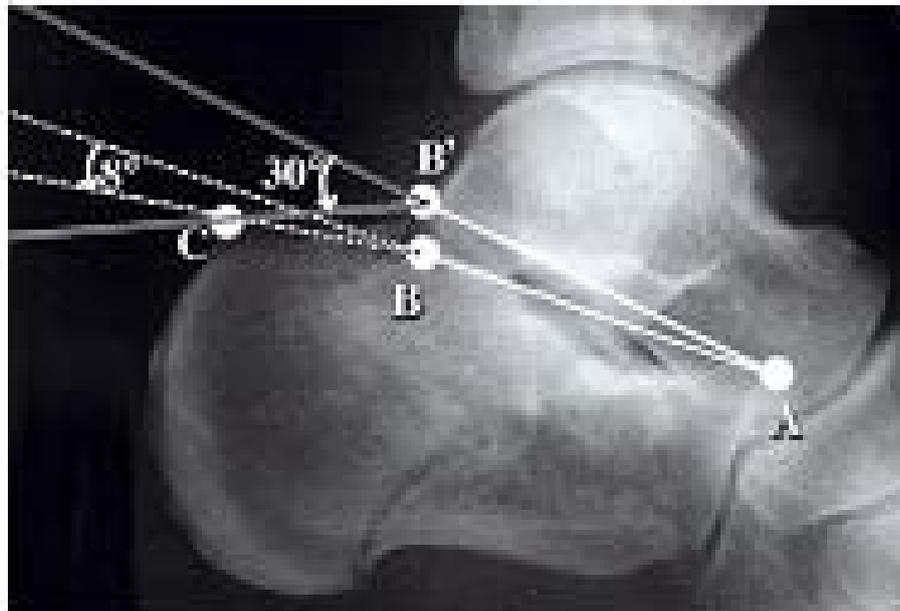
Double mesure de l'angle de Bohler sur une radiographie de profil latéral strict d'une fracture mixte, avec un angle de Bohler médial beaucoup plus petit que l'angle de Bohler latéral. (30)
